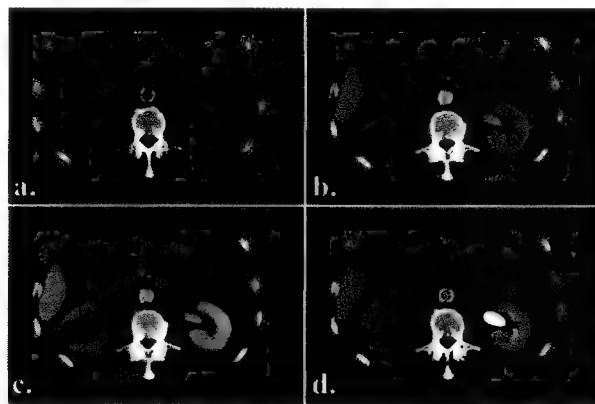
Timpii contrastografici în CT. a) examinare nativă; b) timp arterial, faza corticomedulară renală; c) faza de echilibru renal, timp venos; d) faza excretorie renală.
